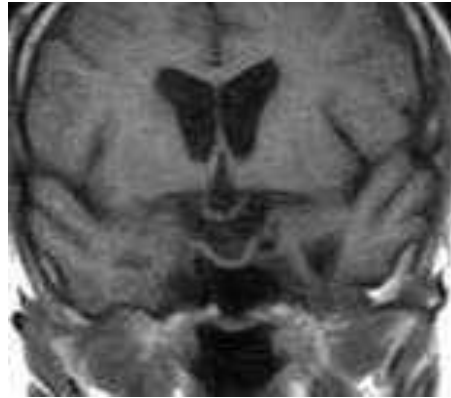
Спостереження №57. Пацієнт Б-ан, 42 років, історія хвороби №164480. МРТ головного мозку в післяопераційному періоді
